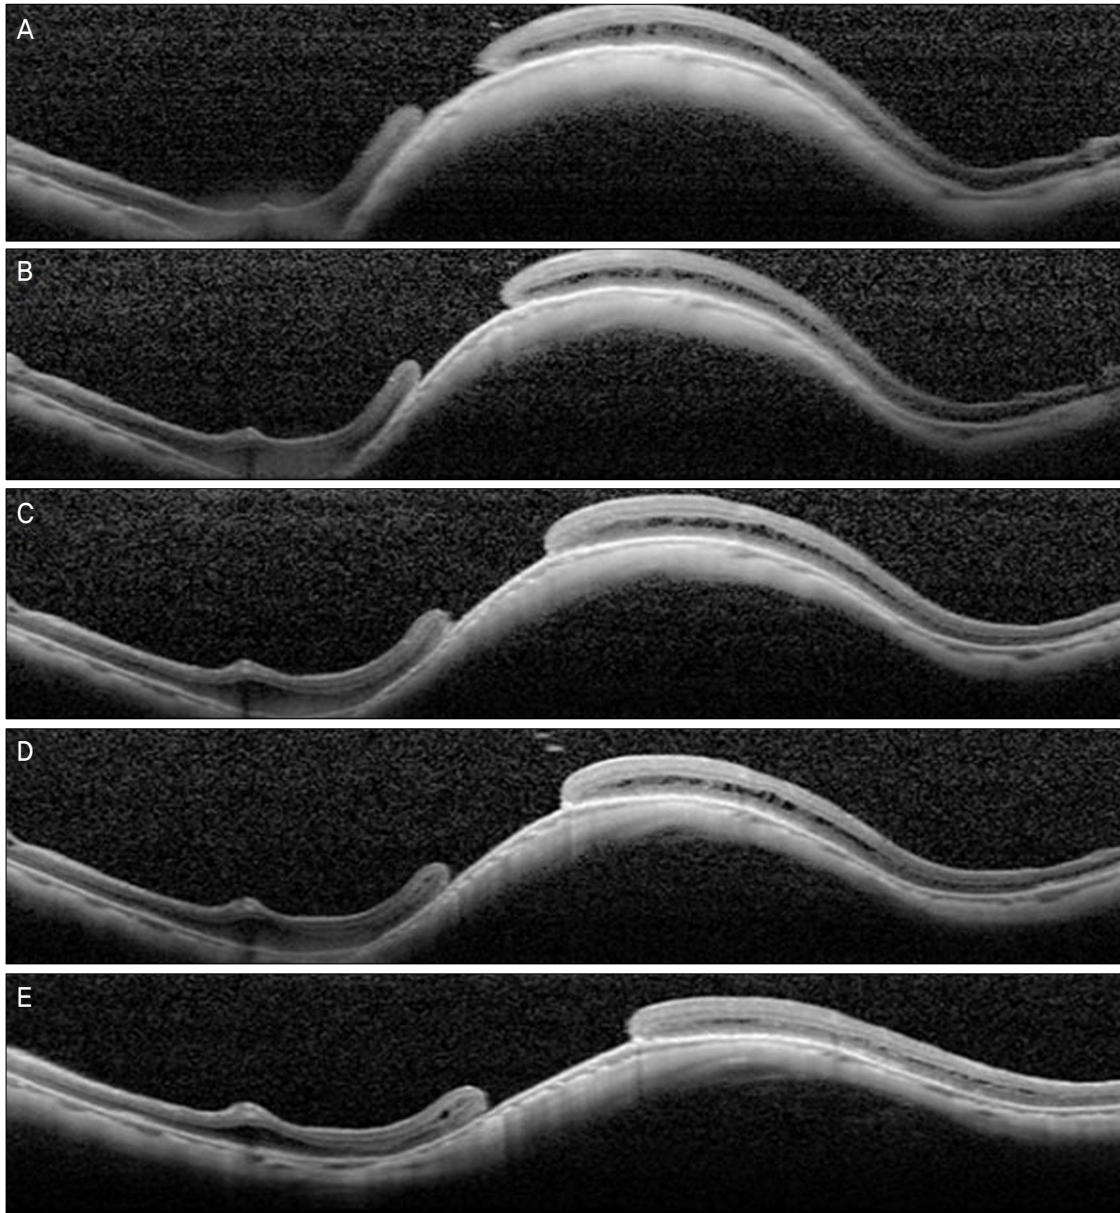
Serial optical coherence tomography (OCT) images taken after episcleral macular buckling (EMB) for Case 7. OCT images taken (A) 1 month after EMB, (B) 2 months after EMB, (C) 3 months after EMB, (D) 5 months after EMB, and (E) 10 months after EMB show gradual decrease of the height of the macular buckle.
